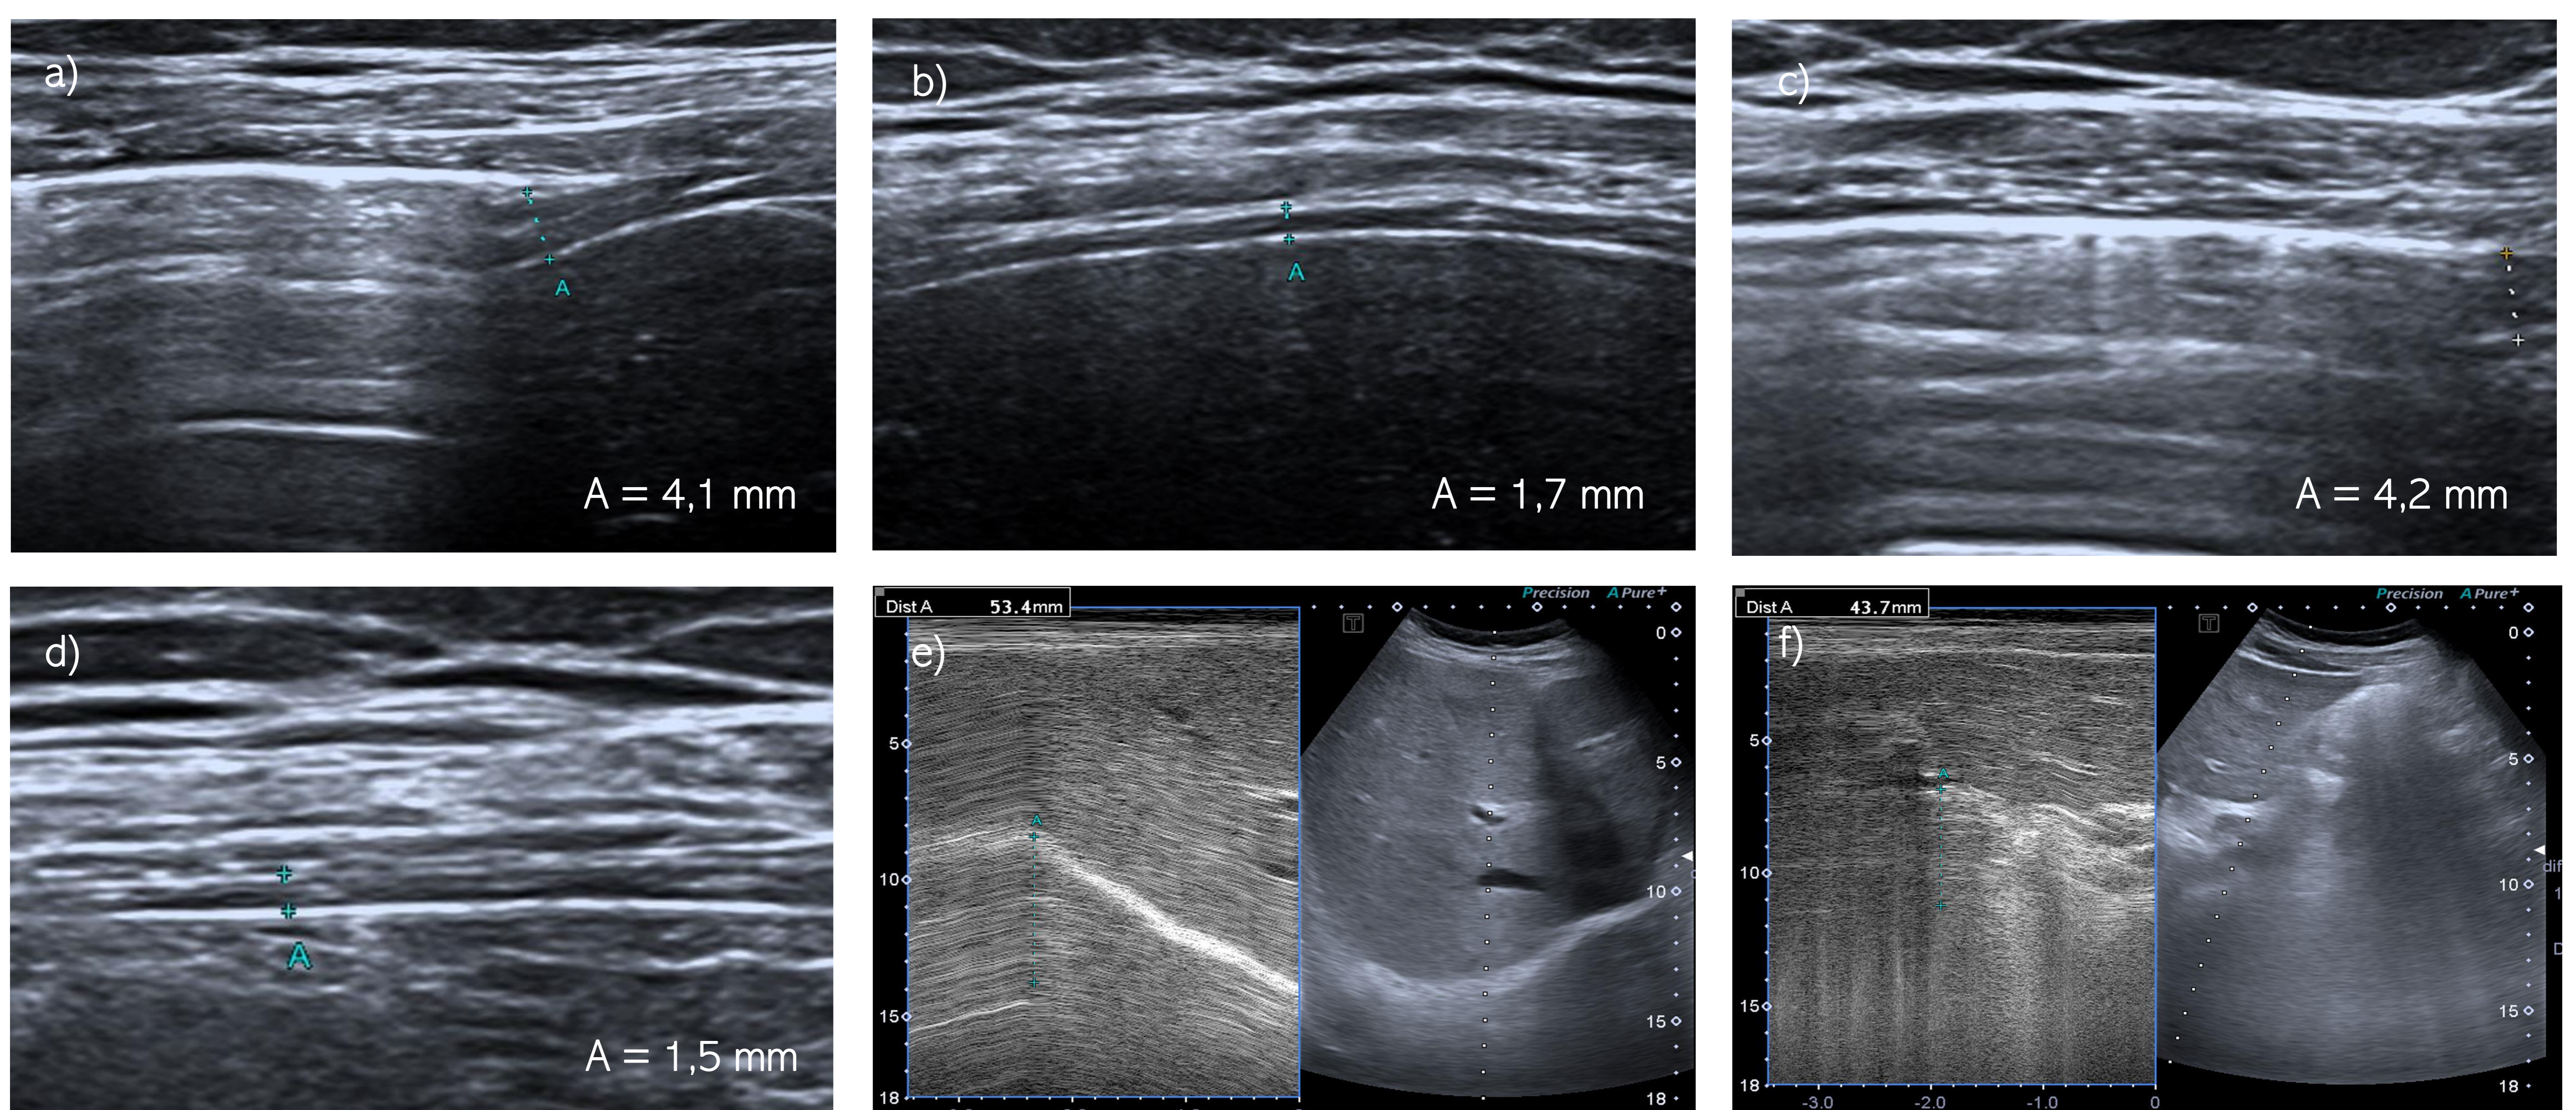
Ecografía torácica normal en una niña de 9 años. Se localizan ambos diafragmas mediante el transductor lineal con ventana intercostal en ambas líneas medias axilares (imágenes a – d) y se mide el grosor muscular en inspiración (a y c) y expiración (b y d). La curva respiratoria en ambos diafragmas en modo M también fue normal.
